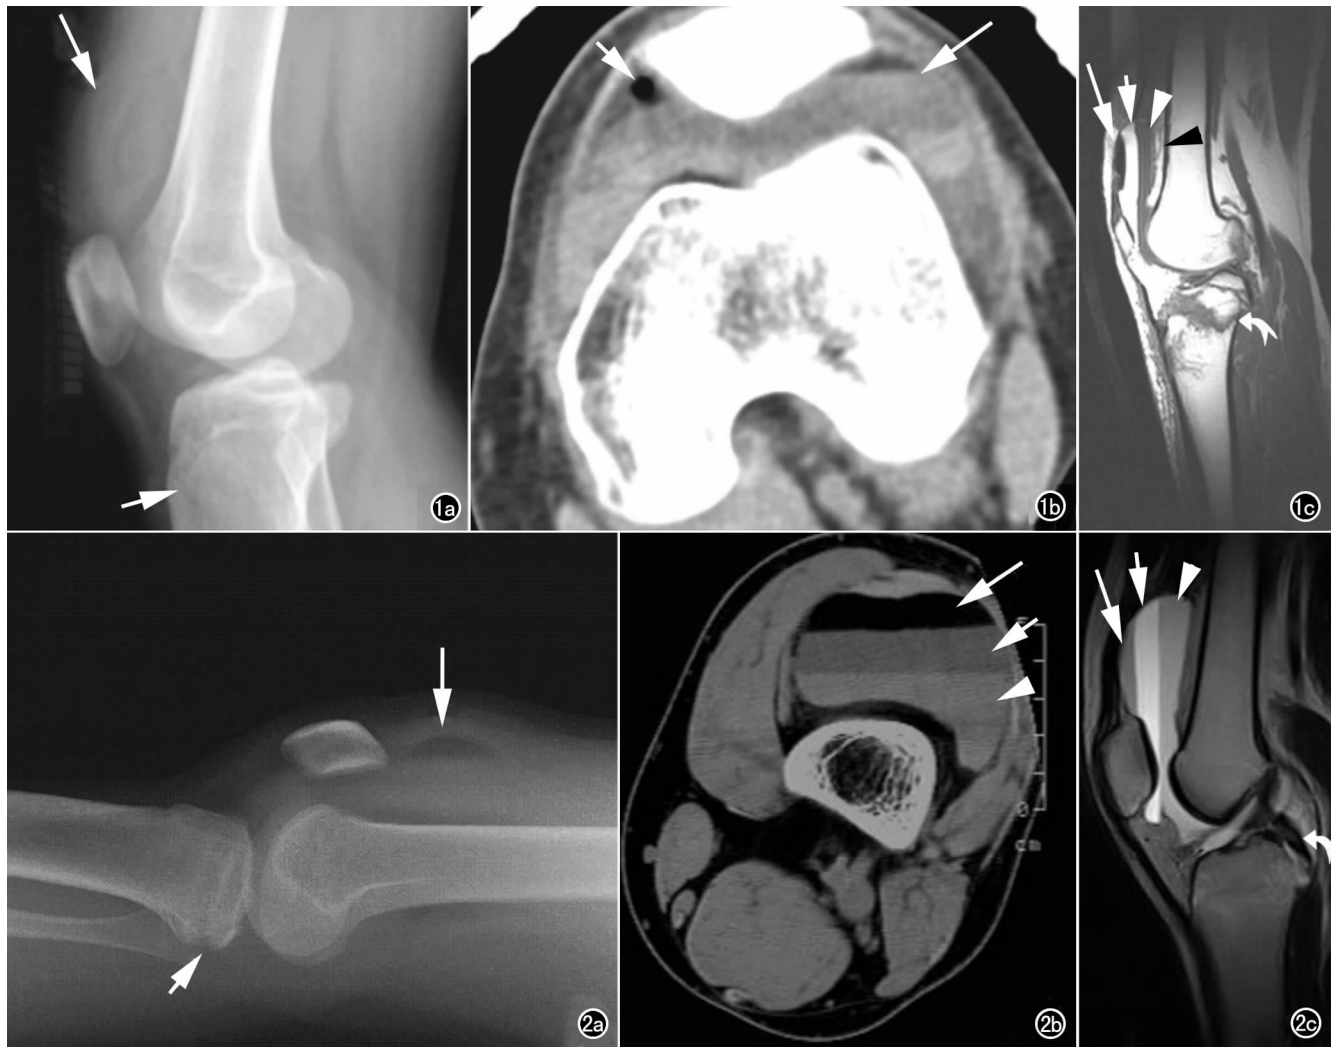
气体脂肪血液双液-液脂血症。a) 常规膝关节侧位片示髌上囊肿胀(长箭), 胫骨平台前缘骨折线影(短箭); b) CT 示气体(短箭)脂肪血液双液-液平面征(长箭); c) MRI 矢状面 T_1 WI 示髌上囊内气体位于脂肪上方呈无信号影(长箭), 下面分别为脂肪(短箭)、血清(白箭头)和血细胞层(黑箭)。胫骨平台见多发线状低信号骨折影(弯箭)。图 2 脂肪血液双液-液脂血症。a) 膝关节水平侧位片示髌上囊脂肪血液分层征象(长箭), 胫骨平台后缘骨折线影(短箭); b) CT 示髌上囊内脂肪(长箭)、血清(短箭)、血细胞(箭头)分层的双液-液平面征; c) MRI 矢状面 T_2 WI 示髌上囊内脂肪(长箭)、血清(短箭)、血细胞(箭头)分层的双液-液平面征。胫骨平台后缘骨折, 合并后交叉韧带损伤(弯箭)。
